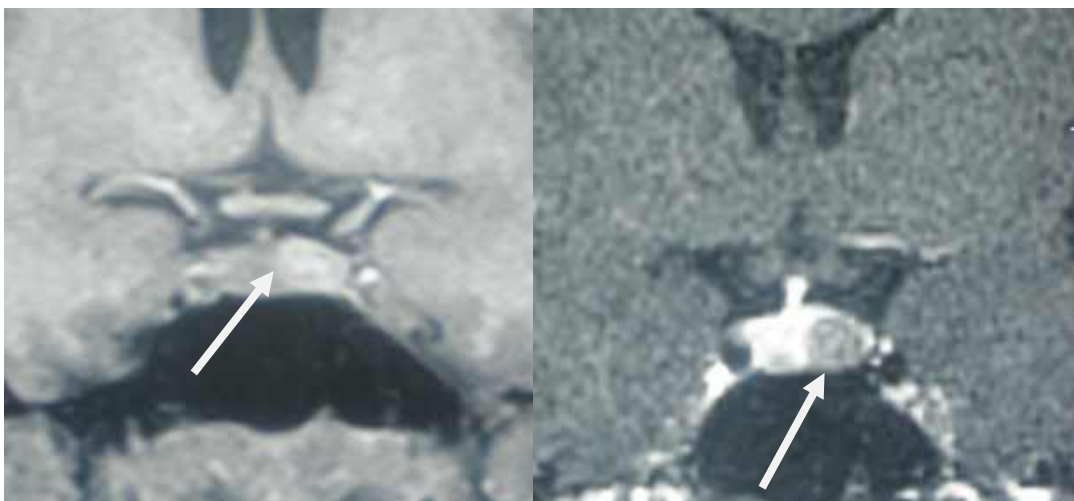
T1 МРТ: мікроаденома гіпофіза без і з внутрішньовенним контрастуванням.
